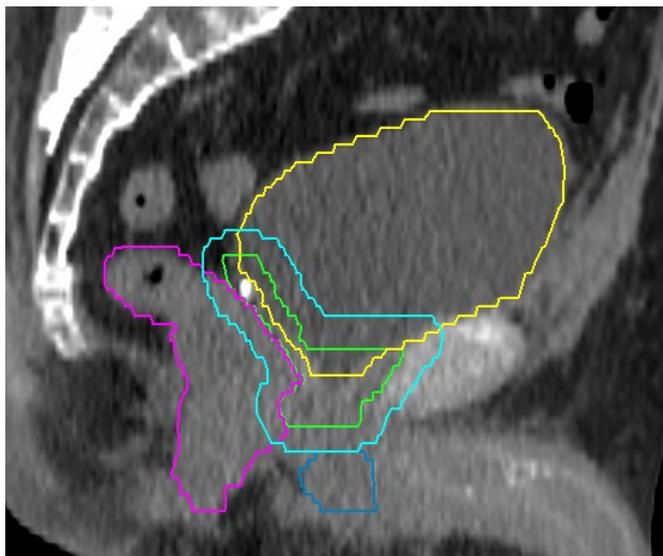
CT-Bild sagittal
